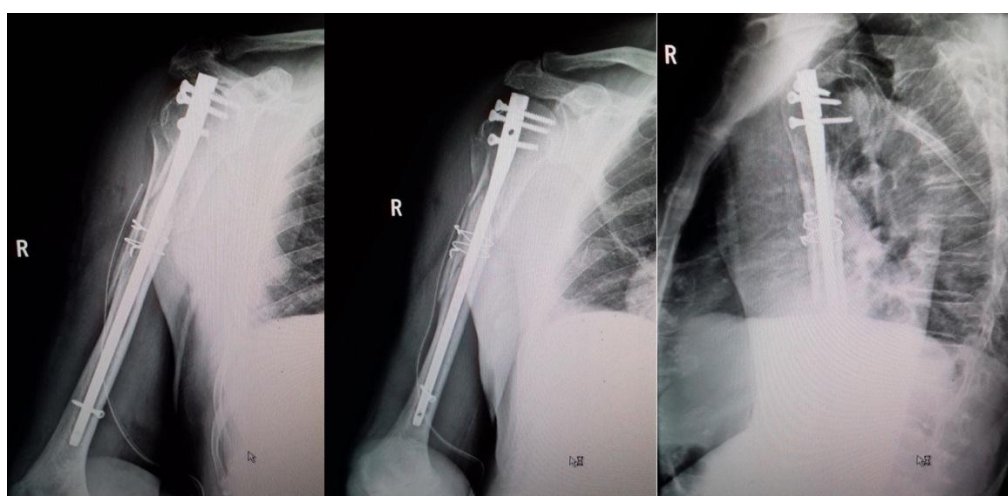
Radiografii anteroposterioare și radiografie transtoracică - control postoperator
